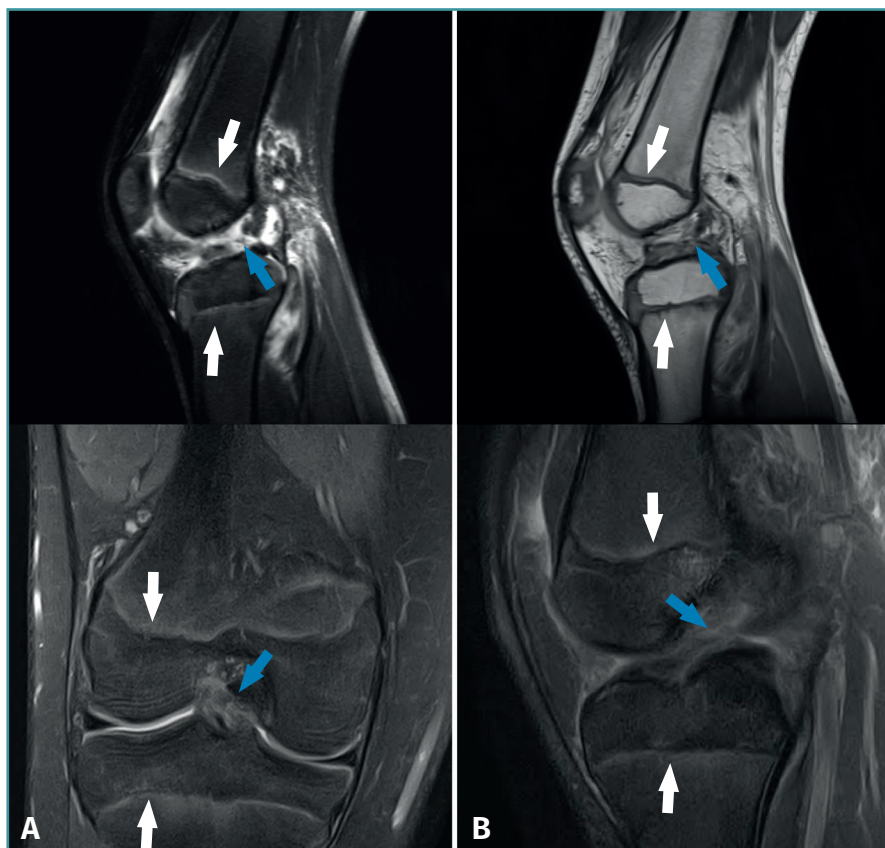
Imágenes de resonancia magnética de rodilla de 2 niños con fisas abiertas (flechas blancas) con rotura del ligamento cruzado anterior (flecha azul).
